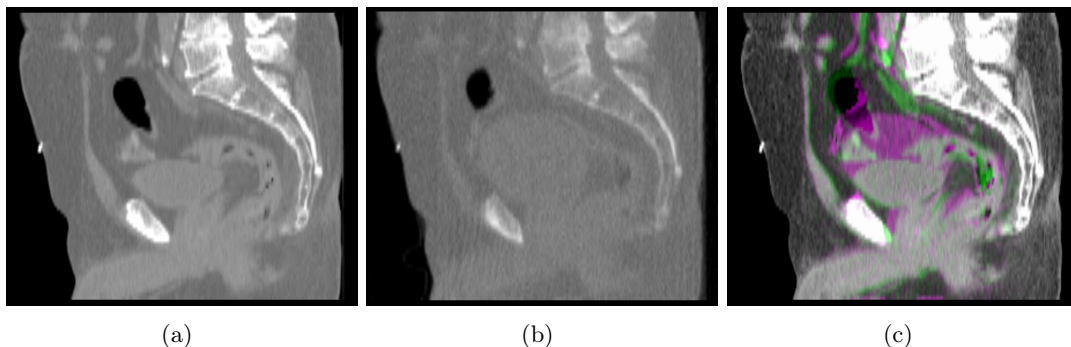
(a) Coupe sagittale de la TDM simulée correspondant à la configuration d’organes illustrée fig.3.7 (a); (b) Coupe sagittale du CBCT simulé correspondant à fig.3.7; (c) Superposition de deux TDM simulées montrant l’amplitude des déformations entre deux cas extrêmes.
